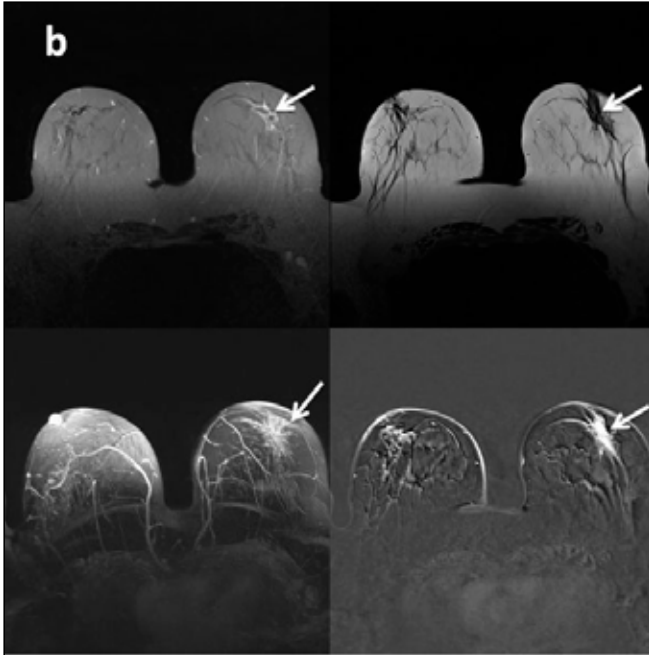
28 yaşındaki kadın hasta. (a) USG'de fibroglandüler doku arasında cilde fistüleli yoğun içerikli koleksiyon izlenmekte. (b) MRG'de periferalkontrastlanan lobüle konturlu lezyon izleniyor. Dinamik kesitlerden alınan subtraksiyon görüntülerinde periferalkontrastlanma izleniyor (oklar) (d) Lezyon difüzyonda kısıtlanma göstermektedir. Zaman-sinyal intensite eğrisi Tip 3 paterne uymaktadır.
